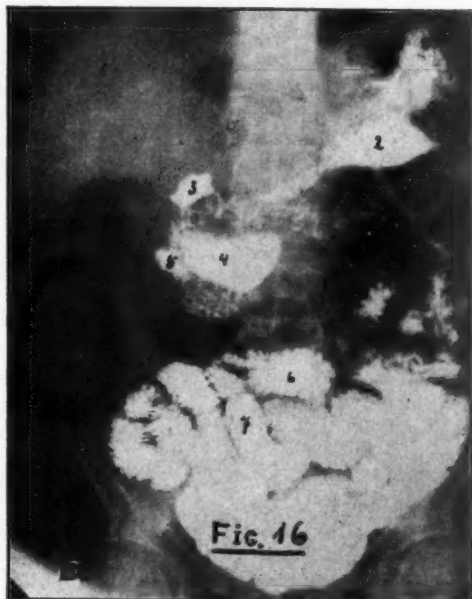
n.º 16: Radiografia tomada com o paciente em decúbito dorsal. Grande divertículo da 3.ª porção duodenal. A repleção do mesmo provocava transitória e momentaneamente compressão extrínseca da luz duodenal, acarretando sintomas de semi-obstrução intestinal. (2) Estômago, (3) bulbo duodenal, (4) divertículo, (5) duodeno, (6) e (7) alças do delgado.
